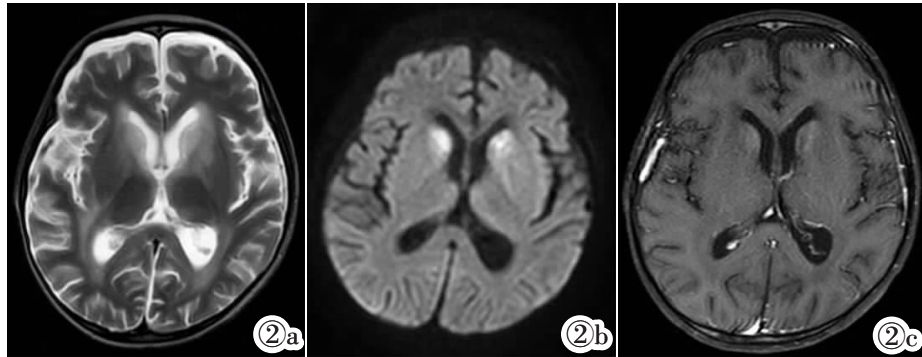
2 岁幼儿,间断发热,伴意识不清、间断癫痫发作,确诊原发性 HLH(SH2D1A 半合子),脑脊液细胞总数 $910 \times 10^6/L$ 。头颅 MRI 提示双侧脑室周围白质片状 T_2WI 高信号病变累及双侧尾状核头、豆状核(图 2a),DWI 双侧尾状核头病灶呈高信号(图 2b),增强扫描后双侧尾状核头病灶轻度絮状强化(图 2c),伴有双侧脑室、脑沟、脑裂增宽及双侧额部硬膜下积液。
